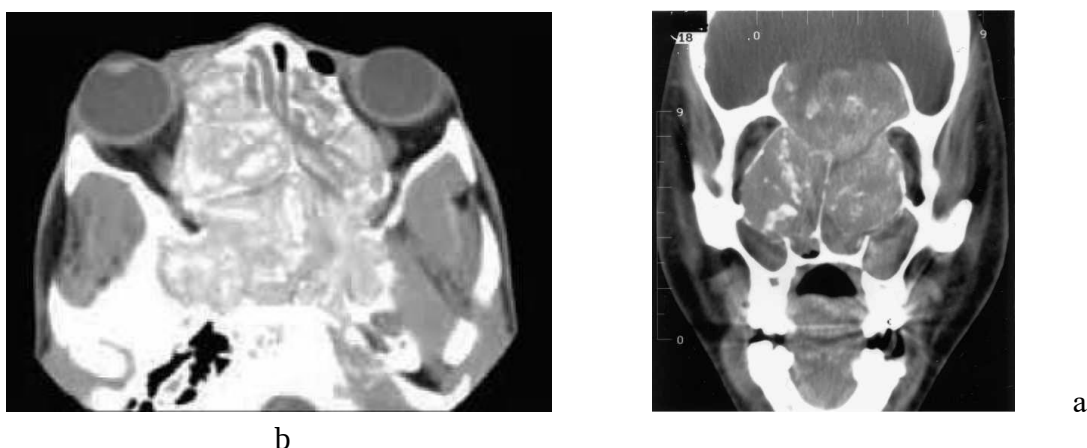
A – CT axial view in ethmoid sinuses showing bone erosion and extension into orbit [5]; B – CT coronal view reveals the extension of AFRS into orbits and anterior skull fossa, with absence of fungal invasion in tissues [9]
